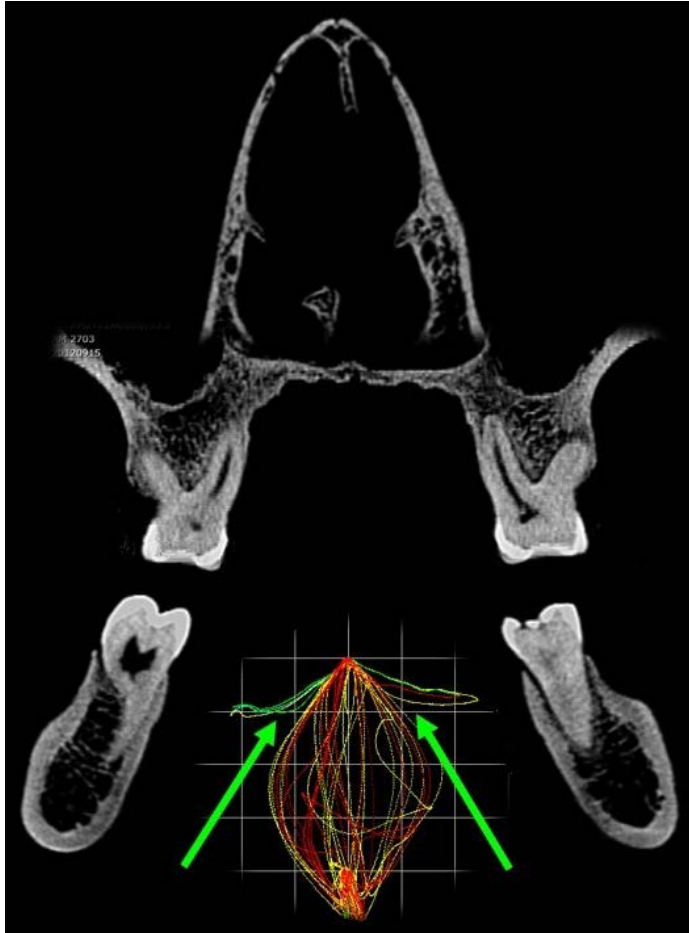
TC cone beam, sezione coronale a livello di M1: il palato osseo irrobustisce il mascellare superiore, rendendolo più capace di sopportare e dissipare gli stress masticatori. Al centro e in basso nella figura i due tracciati di lateralità che guidano la fase di entrata e di uscita dei cicli masticatori. Le frecce verdi indicano i vettori di entrata dei cicli che corrispondono alle inclinazioni dei processi alveolari della mandibola e del mascellare superiore.
